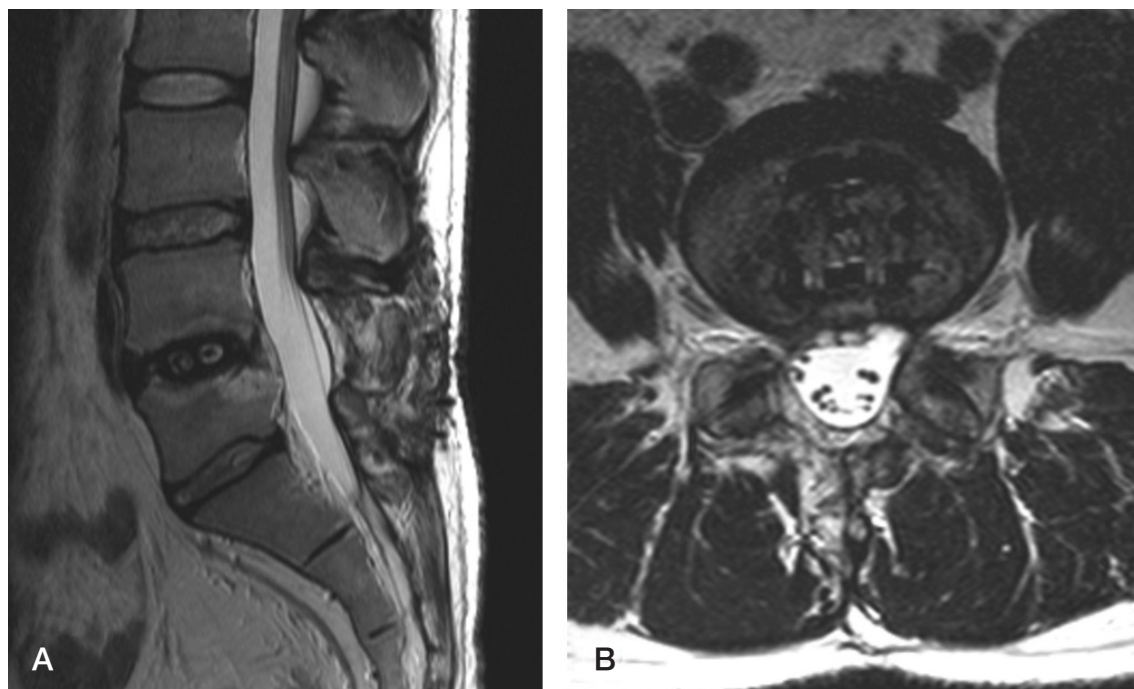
(A-B) After second operation, a sagittal and axial MRI shows adequate decompression was done at the L4-5 level.
